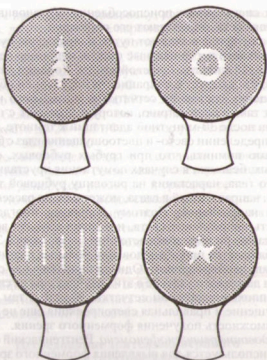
Фигурные свинцовые тесты для исследования рентгеновского светового феномена.
